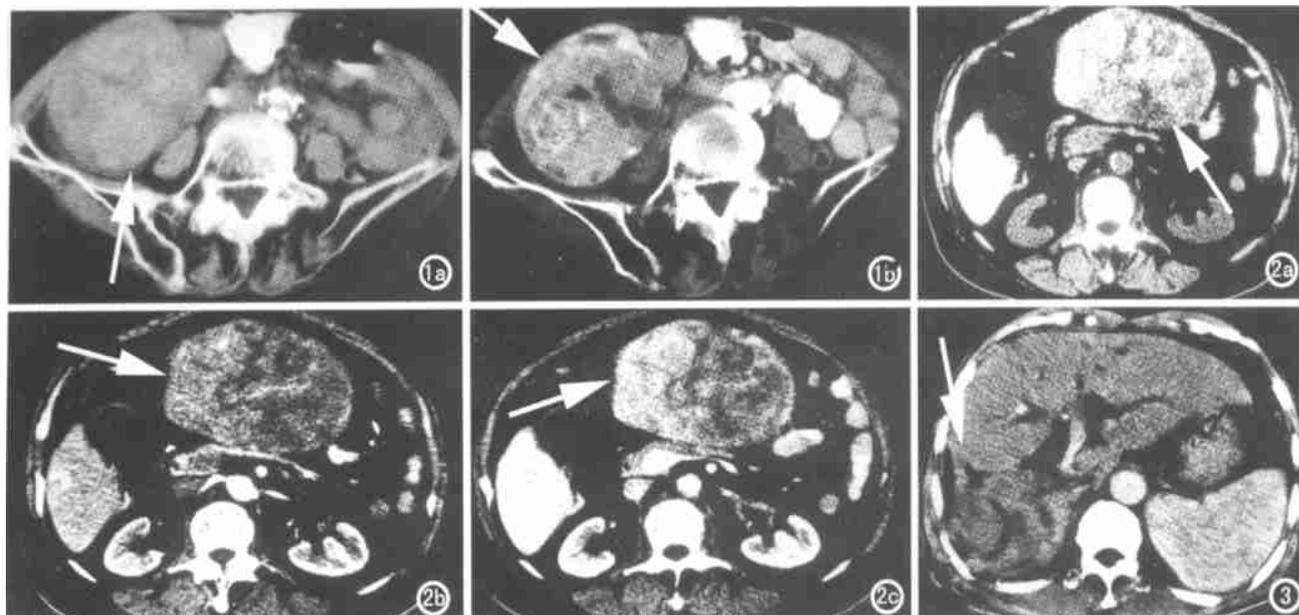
肝右叶外生性肝癌。a) 病灶向下延伸至盆腔, CT 平扫右侧盆腔内见软组织占位病灶, 边界较清, 内见少量条状(箭)低密度区(箭); b) 肝动脉期肿瘤内见多量不规则迂曲、条状、斑点状强化肿瘤血管及肿瘤组织, 其内条状低密度区显示更清晰(箭)。图 2 肝左叶外生性肝癌。a) 病灶向下延伸, CT 平扫肿瘤边界清晰, 其内见斑点片状及条状密度更低区, 占位效应明显(箭); b) 肝动脉期其内见多量不规则迂曲、条状、斑点状强化肿瘤血管影(箭); c) 门静脉期部分肿瘤组织无强化, 密度更低; 部分肿瘤组织强化密度增高(箭)。图 3 肝右叶外生性肝癌。肝动脉期显示肿瘤有细长蒂与肝右叶相连(箭), 肿瘤内见条状低密度区, 可见少量条状强化肿瘤血管影及肿瘤组织, 肝内胆管及肝门区胆管扩张。
